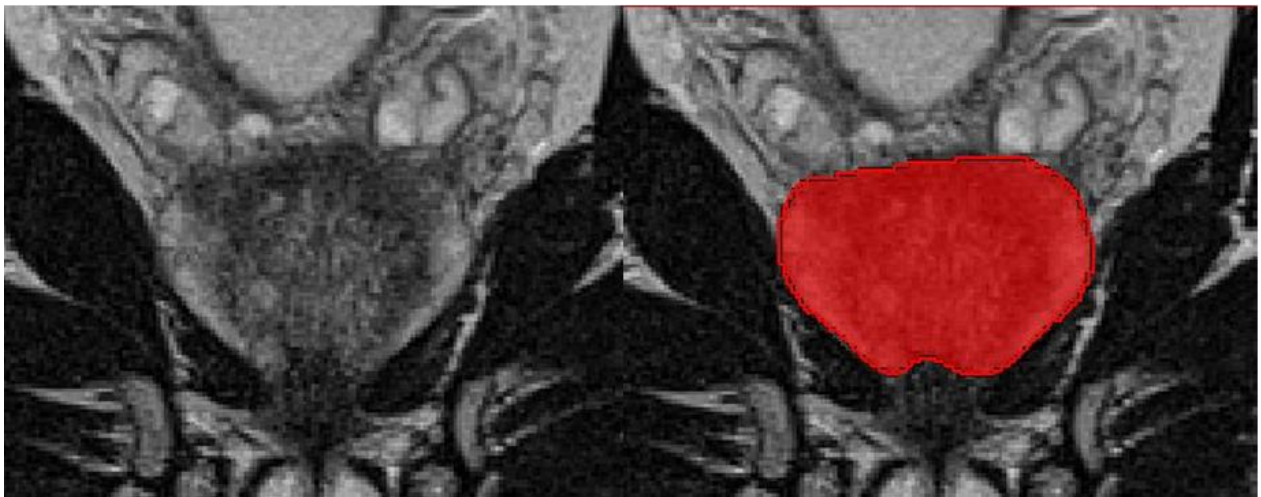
MITK - manuelle Markierung der Prostataaußengrenzen (T2W koronar): Illustriert ist die Markierung der Prostata (rote Fläche rechts) in der koronaren T2W-MRT-Sequenz mithilfe des Programmes MITK. Quelle: eigene Abbildung
